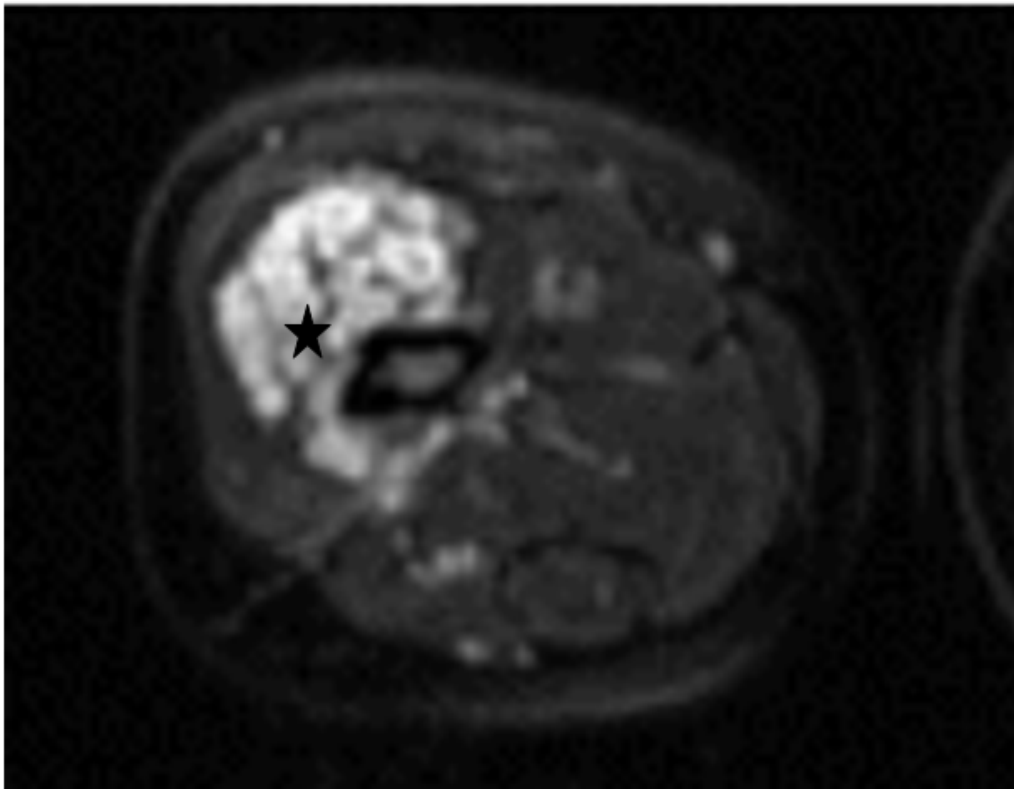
Neurofibrome plexiforme profond chez un garçon de 4 ans atteint de neurofibromatose de type 1 (étoile). L'IRM à pondération T2 avec suppression des graisses axiales montre une masse hyperintense lobulée impliquant principalement le vaste muscle intermédiaire de la cuisse droite. La masse a un aspect multinodulaire ressemblant à un "sac de vers". Les composants nodulaires de la masse présentent un aspect cible caractéristique, avec une zone centrale de faible intensité de signal entourée d'une zone périphérique d'intensité plus élevée. (45)
